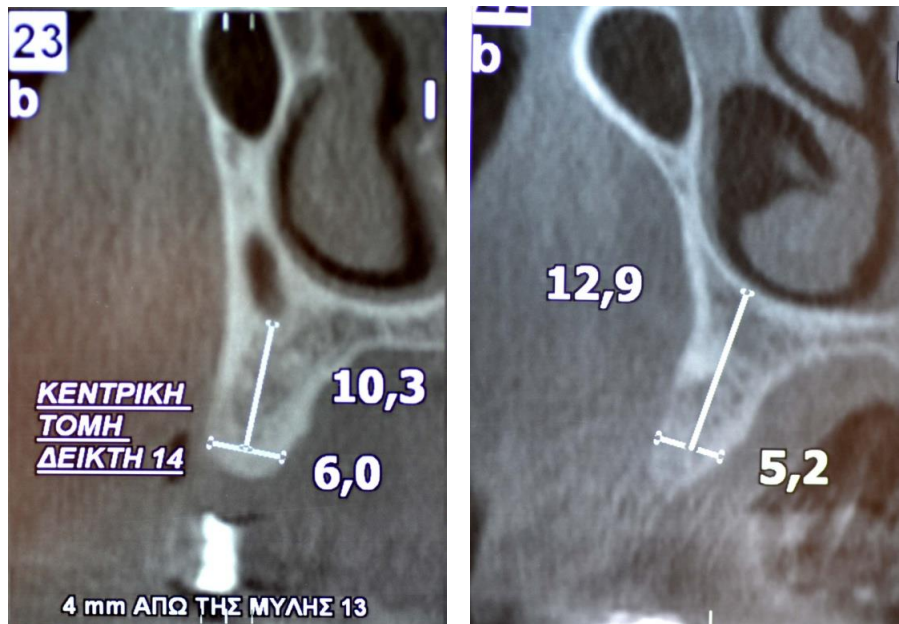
Μετρήσεις σε κάθετες τομές CT άνω γνάθου. Διακρίνονται ευκρινώς τα ανατομικά μέρη όπως π.χ. το ιγμόρειο.
